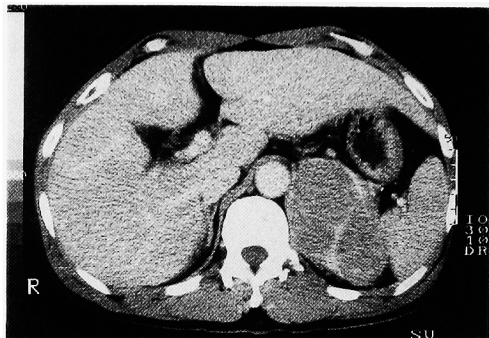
Abdominal CT scan demonstrated a solid mass with mixed density in the upper region over the left kidney (8×5 cm).
